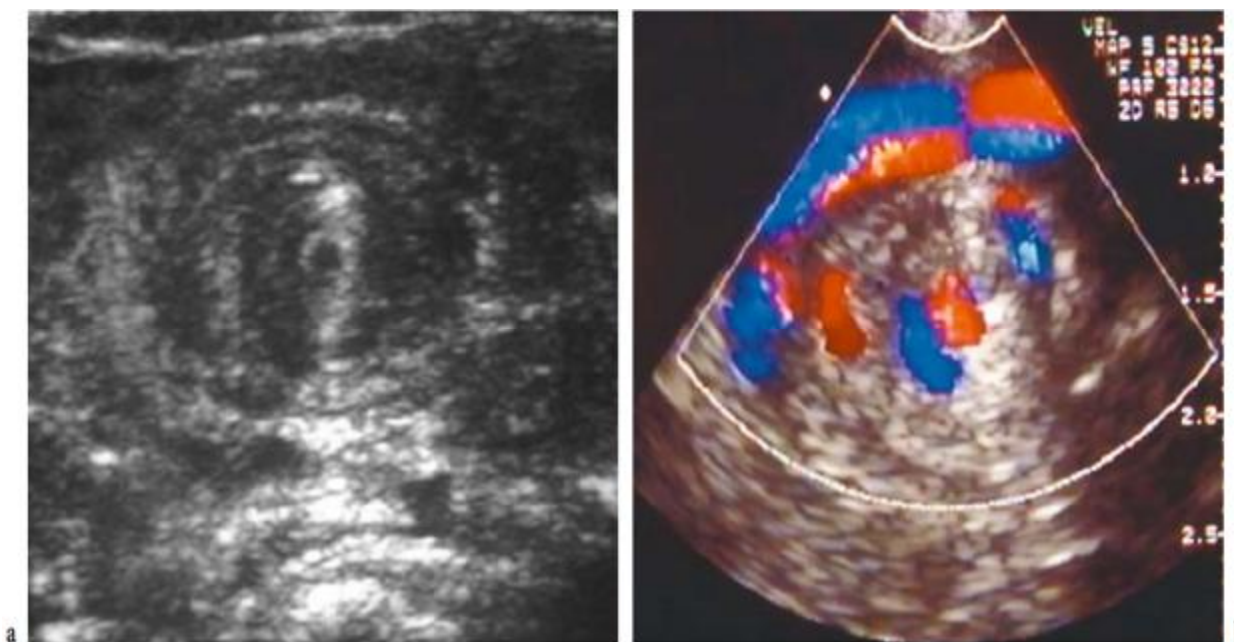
a) Echographie : coupe transversale de la partie supérieure de l'abdomen montrant une torsion du grêle, du mésentère et de la VMS autour de l'axe de l'AMS. b) Écho- doppler des vaisseaux mésentériques montrant l'enroulement de la VMS autour de l'AMS. [37]
